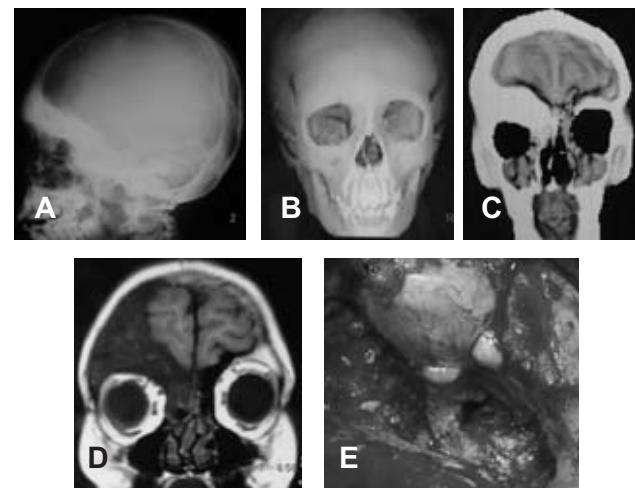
Displasia fronto-orbitaria caso 2. Imágenes de rayos-x proyección lateral (A), TC-3D (B,C) RM coronal T-1 (D) con hiperostosis fronto orbitario y compresión en la convexidad del lóbulo frontal. Imagen transoperatoria de la descompresión del nervio óptico (E).
